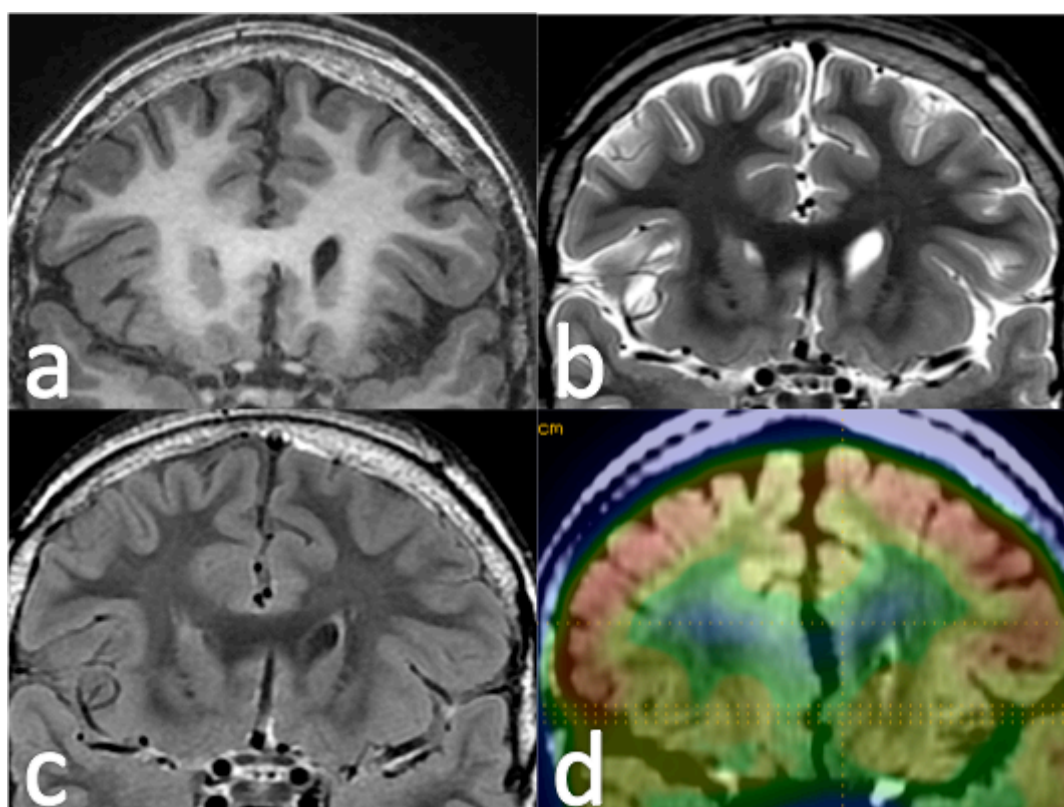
Displasia cortical frontal derecha inicialmente valorada como negativa en la RM de 3T. La fusión PET-RM (d) muestra hipometabolismo focal en giro cingulado derecho. El análisis retrospectivo de la RM muestran borrosidad del margen cortical con aumento muy tenue de la señal yuxtacortical en la secuencia FLAIR (c).
